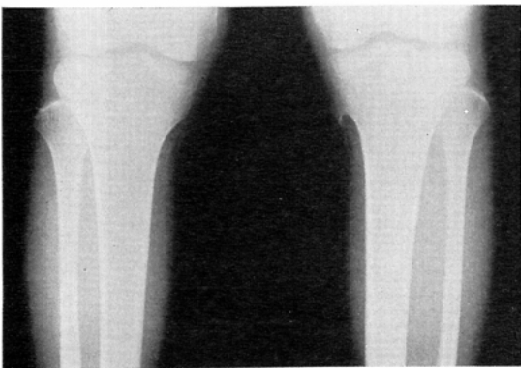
Case 1. Roentgenogram of the knees, which demonstrates exostosis at the left medial tibial condyle.
